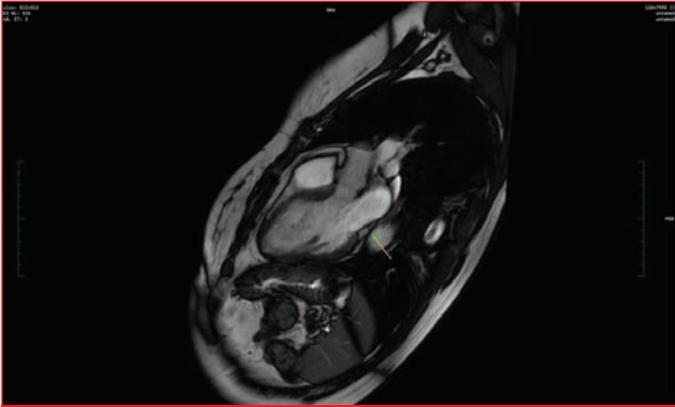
Cardiac MRI image of a mass with hypointense late contrast enhancement in the lateral basal section of the left ventricle.
